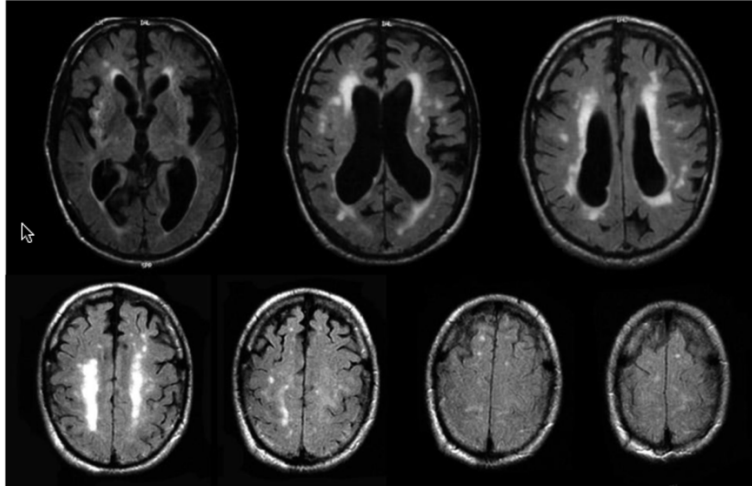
Images IRM coupes axiales flair montrant des lésions ischémiques de la substance blanche chez un patient souffrant d'un parkinson vasculaire [176].
